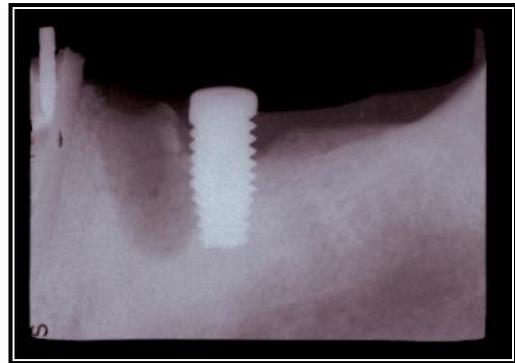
Periapical do implante instalado depois da exodontia do dente 35.
